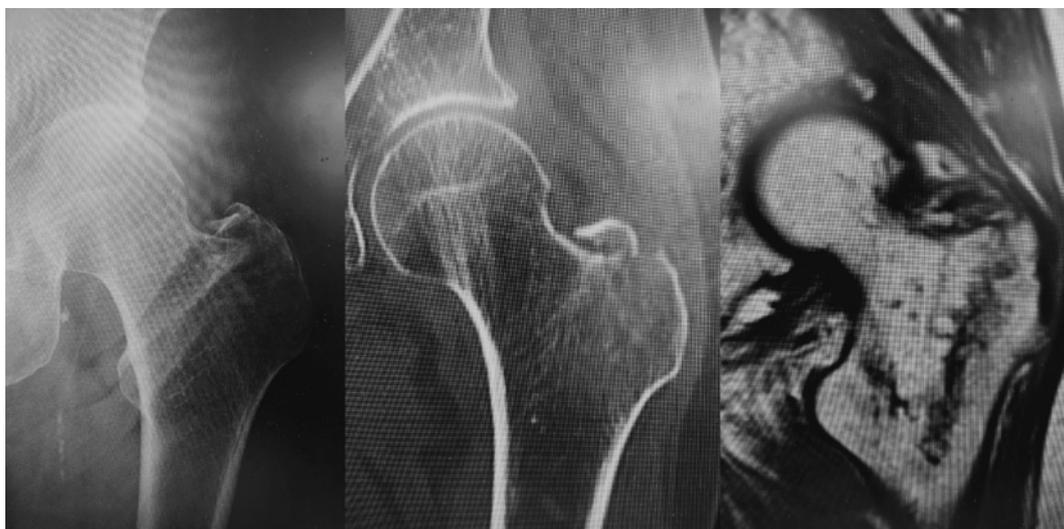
91 歳女性. 初診時の単純 X 線と CT では大転子単独骨折と診断したが, MRI T1 強調画像では転子間骨折を認めた.
